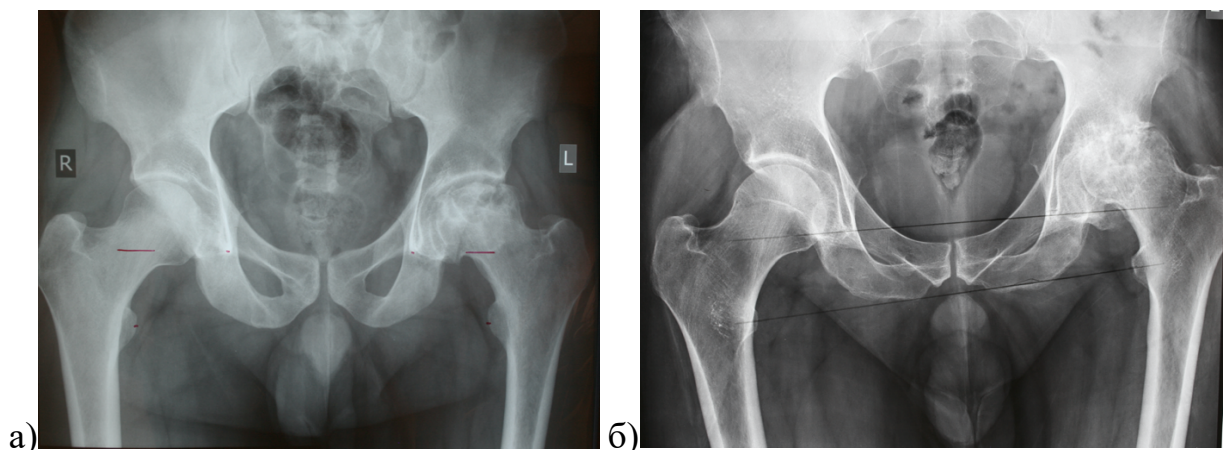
Обзорные рентгенограмма таза пациентов с асептическим некрозом головки бедренной кости: а – мужчина 29 лет с 3-й стадией асептического некроза по Ficat (коллапс типичного очага, начало формирования грибовидной деформации головки, сохранение высоты суставной щели); б – мужчина 42 лет с 4-й стадией асептического некроза по Ficat (полное разрушение верхнего сегмента головки бедренной кости, склероз участка некроза головки, резкое сужение суставной щели)
